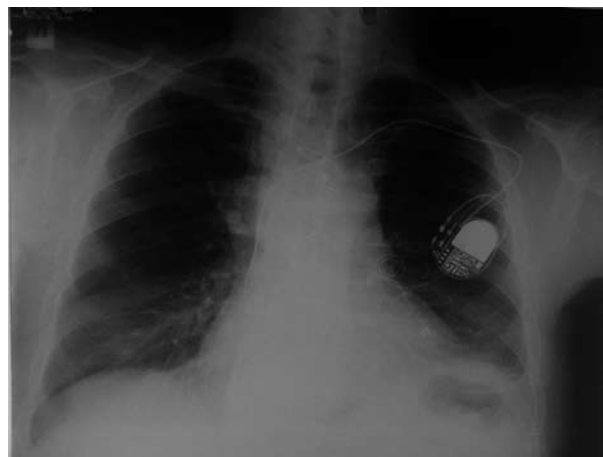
Chest radiography of the patient that shows increased cardiac shadow and a biventricular pacemaker in situ. Pacemaker electrodes can be seen going towards both ventricles.
